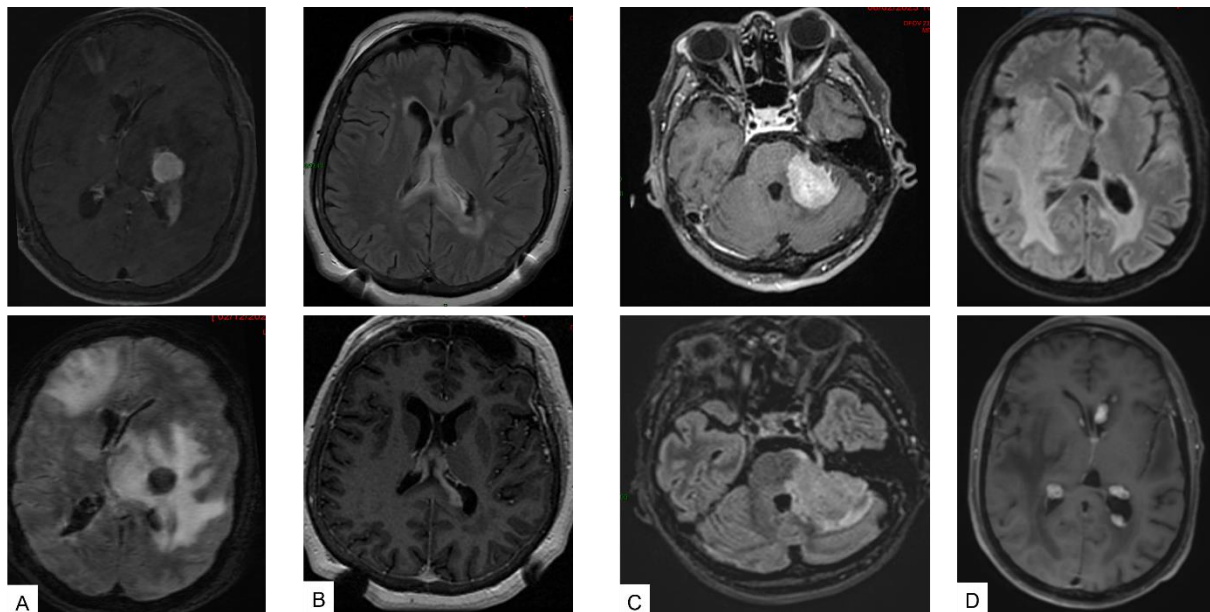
Aspect typique de LCP à l'IRM cérébrale au moment du diagnostic chez 4 patients
